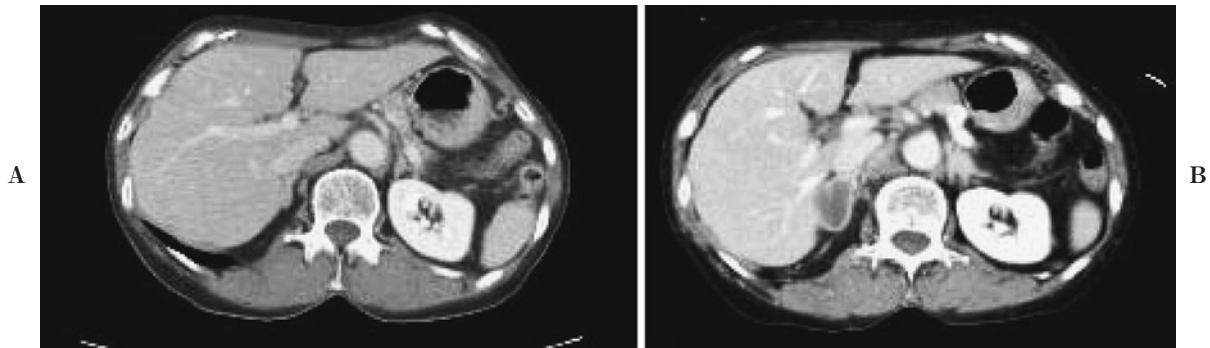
Enhanced abdominal CT (A) on admission showing slightly swollen bilateral adrenal glands. (B) Two months after the initiation of erlotinib treatment showing the size of right adrenal gland was enlarged.
